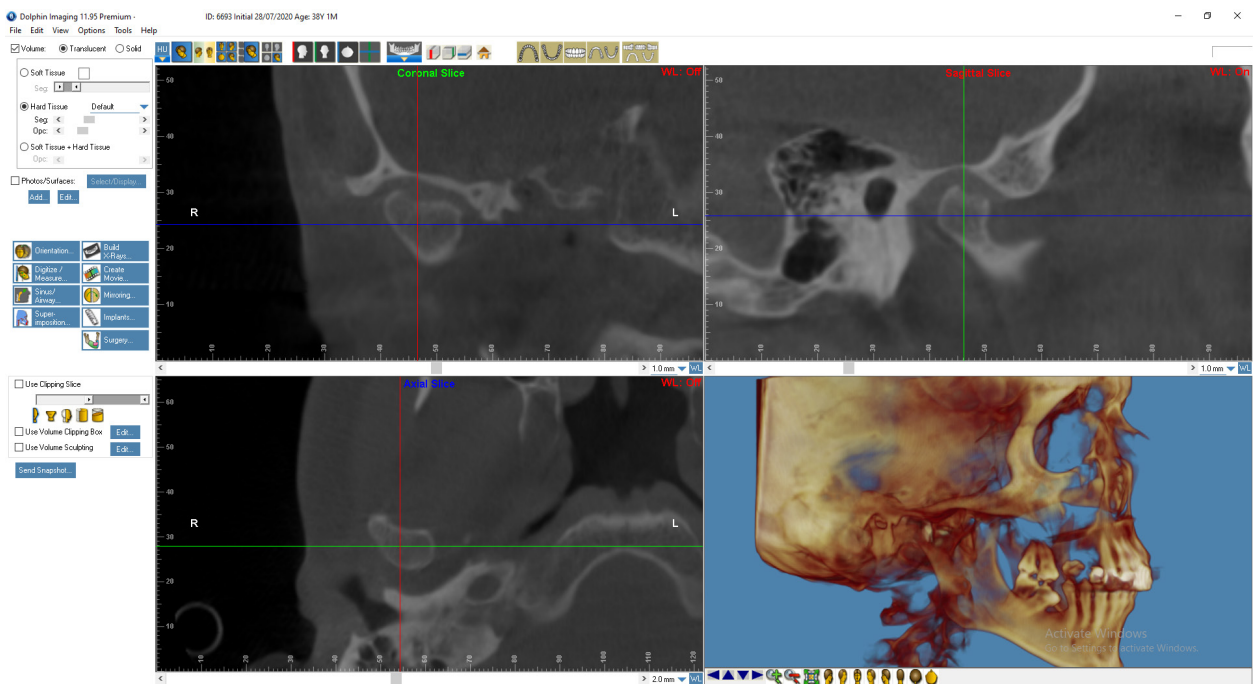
Пациент Д., 38 лет. КТ ВНЧС до начала лечения
